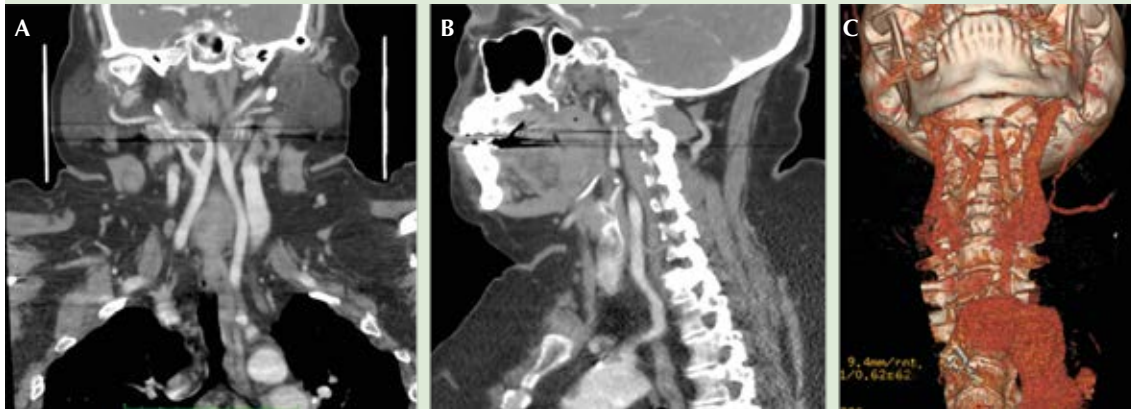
A. Tomografía computada con contraste de cabeza y cuello en un corte coronal donde se observa la medialización de ambas carótidas internas dando el aspecto de *kissing carotids*. B. Tomografía computada con contraste de cabeza y cuello en un corte parasagital observando la trayectoria aberrante de la arteria carótida interna derecha hacia el espacio retrofaríngeo. C. Reconstrucción 3D de cabeza y cuello donde se ve la misma imagen con aspecto de *kissing carotids*.
